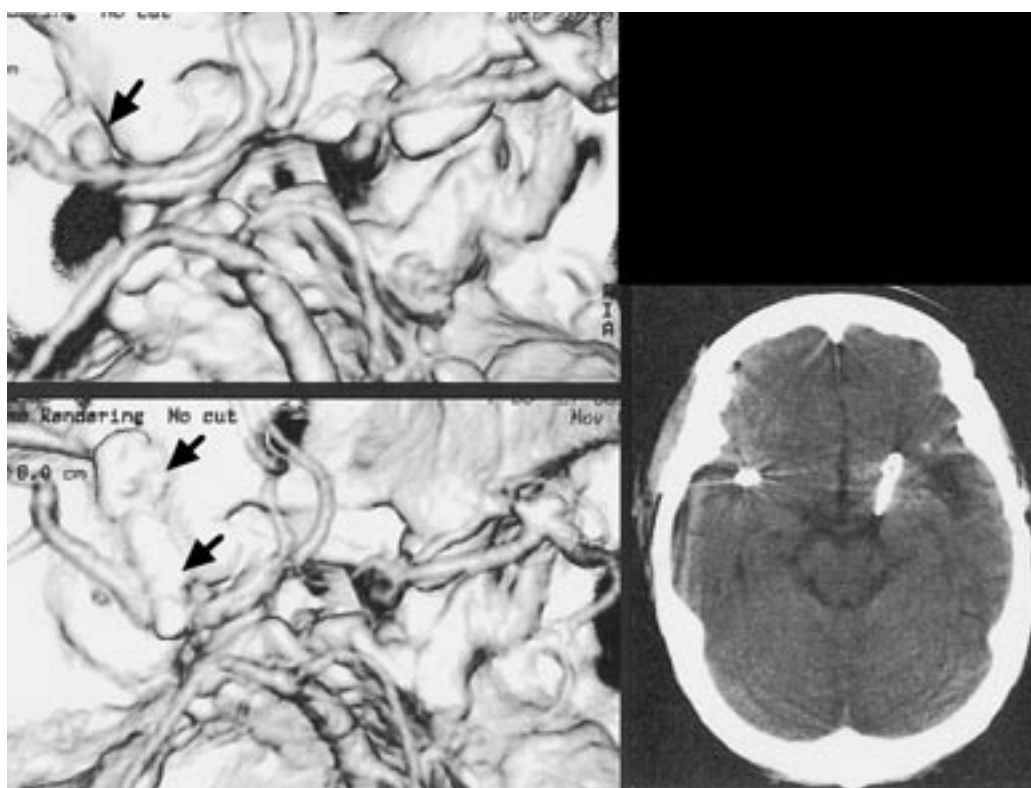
術前後の3D-CTA(左上下)とCT(右)
